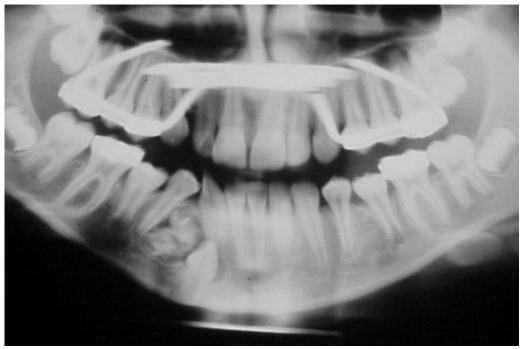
Radiografia panorâmica mostrando uma lesão delimitada entre os dentes 42 e 44 composta por um conglomerado de estruturas radiopacas circundadas por uma zona radiolúcida. O dente 43 impactado foi deslocado medialmente e inferiormente à lesão.
